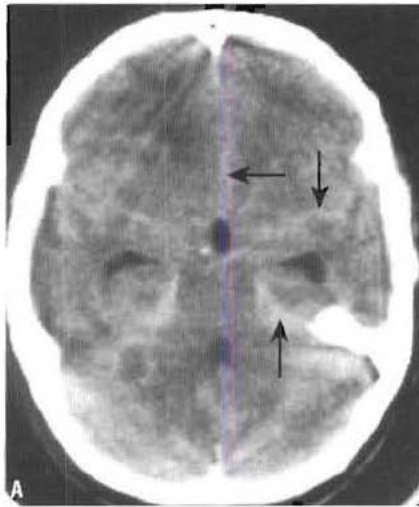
(A) et (B) Méningite tuberculeuse avec tuberculomes multiples – TDM après injection intraveineuse de produit de contraste. Présence d'une méningite de la base, responsable d'un rehaussement de la densité (flèches). Les lésions d'aspect annulaire prenant le contraste en périphérie correspondent aux tuberculomes intracérébraux.
